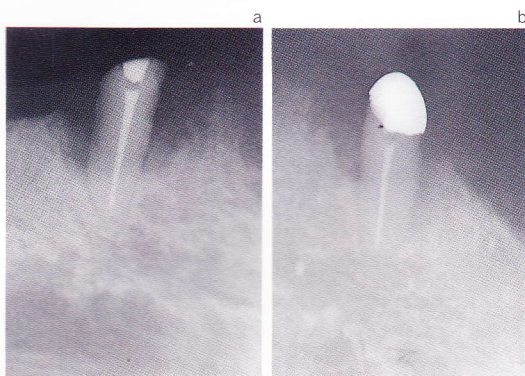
昭和57年3月、歯内療法終了後のX線写真(a)と同59年7月リコール時のX線写真(b)。比較すると幾分骨の改善は認められるが、骨内ポケットは依然存在していることがわかる。
